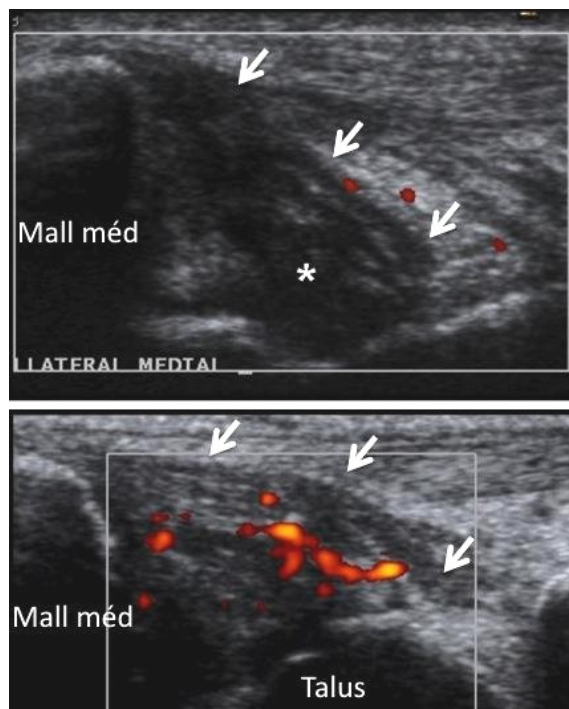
tableau clinique de douleurs du compartiment médial après entorse latérale. Coupes échographiques frontale montrant un épaissement hypo-échogène du plan profond tibio-talien postérieur du LCM, siège d'une hyperhémie en Doppler dans le cadre d'un conflit postéro-médial
